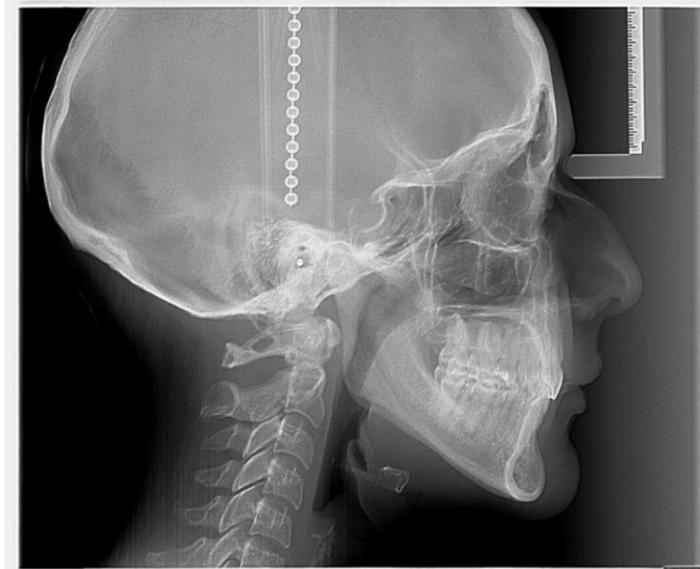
Radiografía lateral de cráneo
